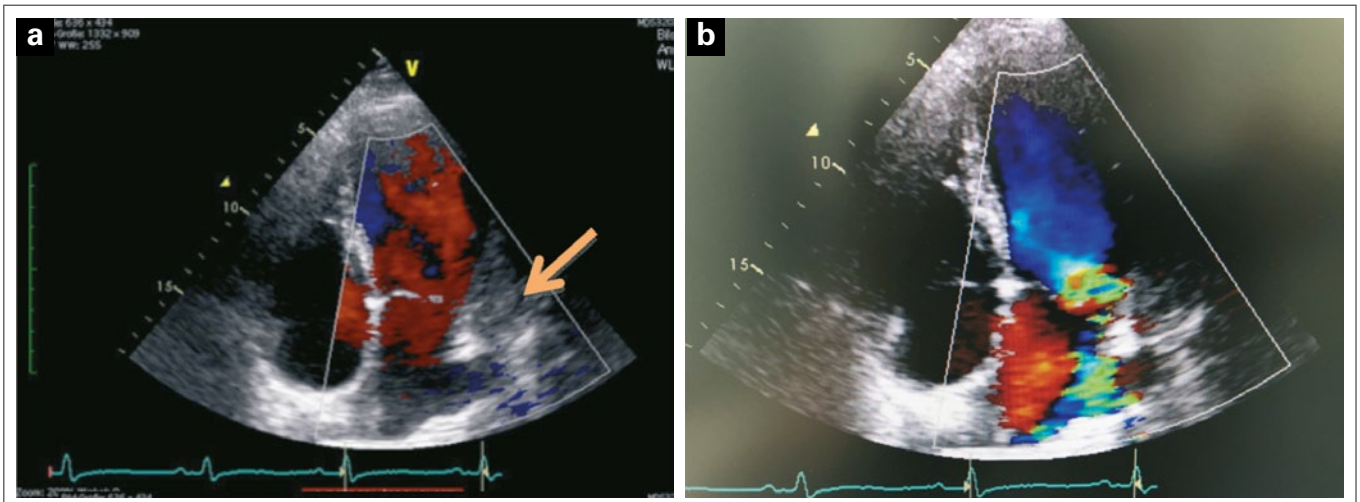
(a): Echokardiographie, Vierkammerblick, Farbdoppler – Pfeil: Raumforderung inhomogen – hypoechogen; (b): Echokardiographie, Vierkammerblick, Farbdoppler.
